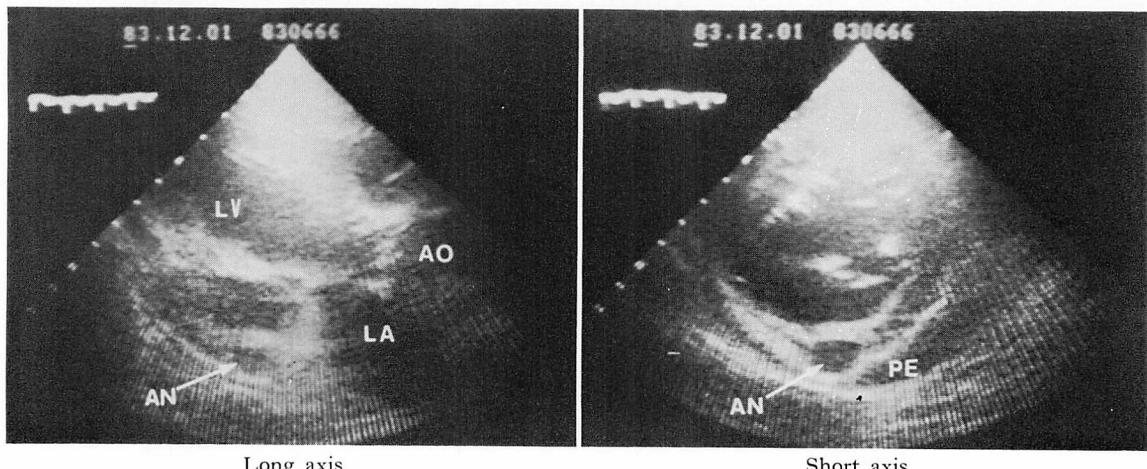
Two-dimensional echocardiograms taken on the 24th day after onset of myocardial infarction.
